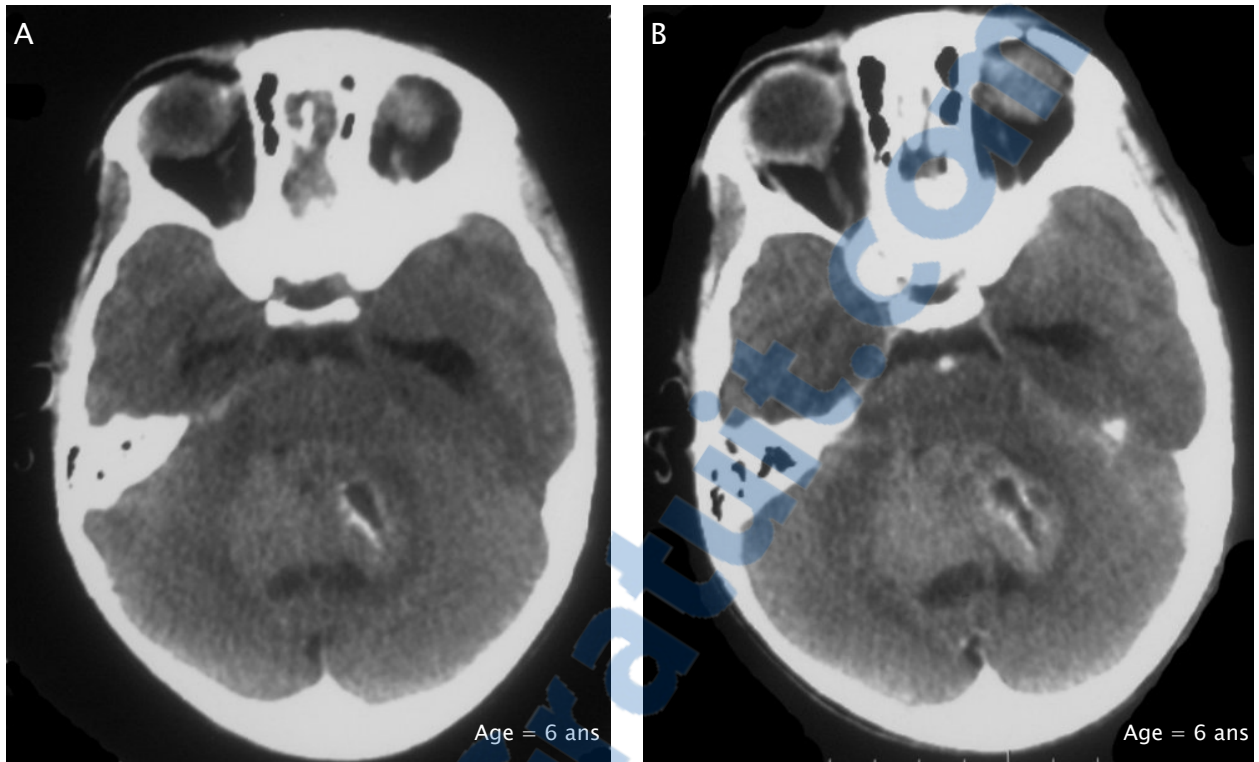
TDM en coupe axiale sans (A) et avec (B) injection du produit de contraste : lésion occupant le vermis, de forme sphérique et de contours bien limités, hétérogène rehaussée de façon hétérogène et modérée contenant des petites portions kystiques, elle est entourée d'un discret œdème périlésionnel et responsable d'un effet de masse sur le 4^{ème} ventricule: Médulloblastome
